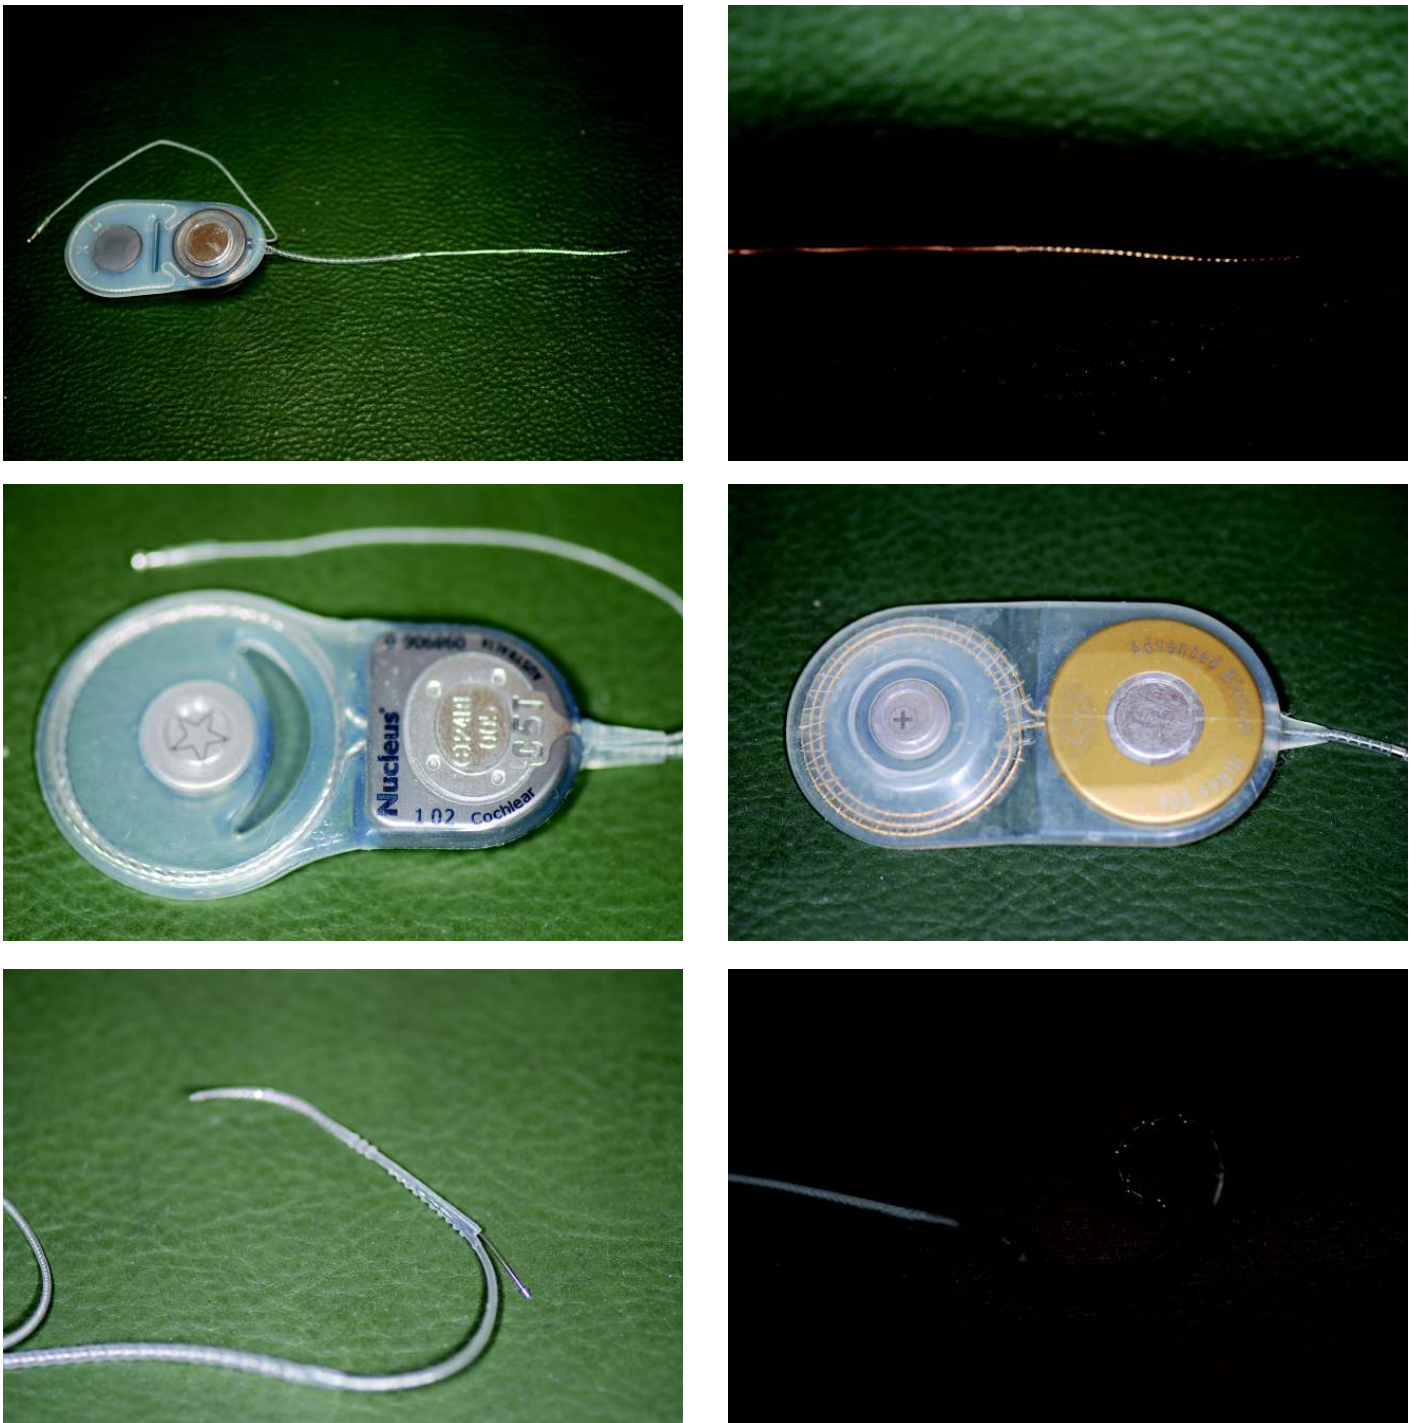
A cirurgia da surdez sensorioneural com os implantes cocleares tornou-se uma realidade a partir da década de 80 do século XX. Houve várias gerações de implantes cocleares até se chegar aos modelos actuais. Os materiais, a electrónica , o design, a necessidade de remoção caso o doente necessite de fazer uma RMN, a necessidade de isolamento , a adaptação ao modíolo da cóclea , a redução do trauma cirúrgico, a redução da fragilidade face aos traumatismos externos, a adaptação a vários tipos de cóclea , têm motivado os sucessivos aperfeiçoamentos .
